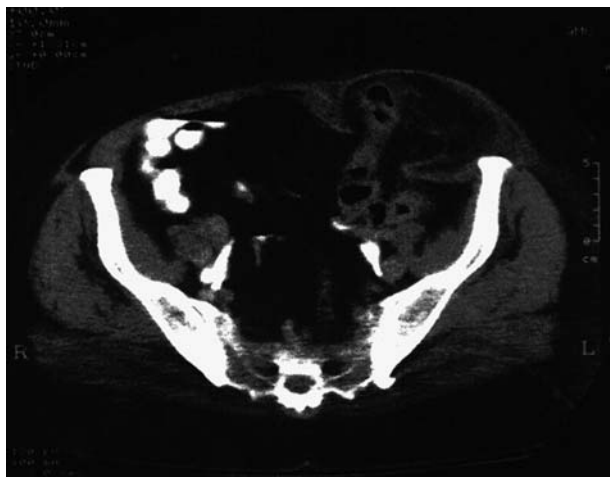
Tomografía axial computarizada del caso 3.
